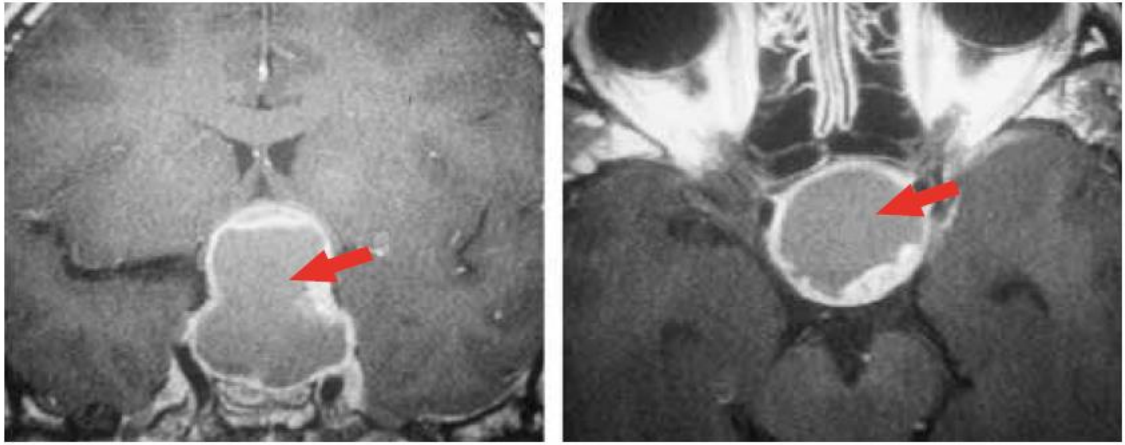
Craniopharyngiome endo et supra sellaire en IRM[25]
